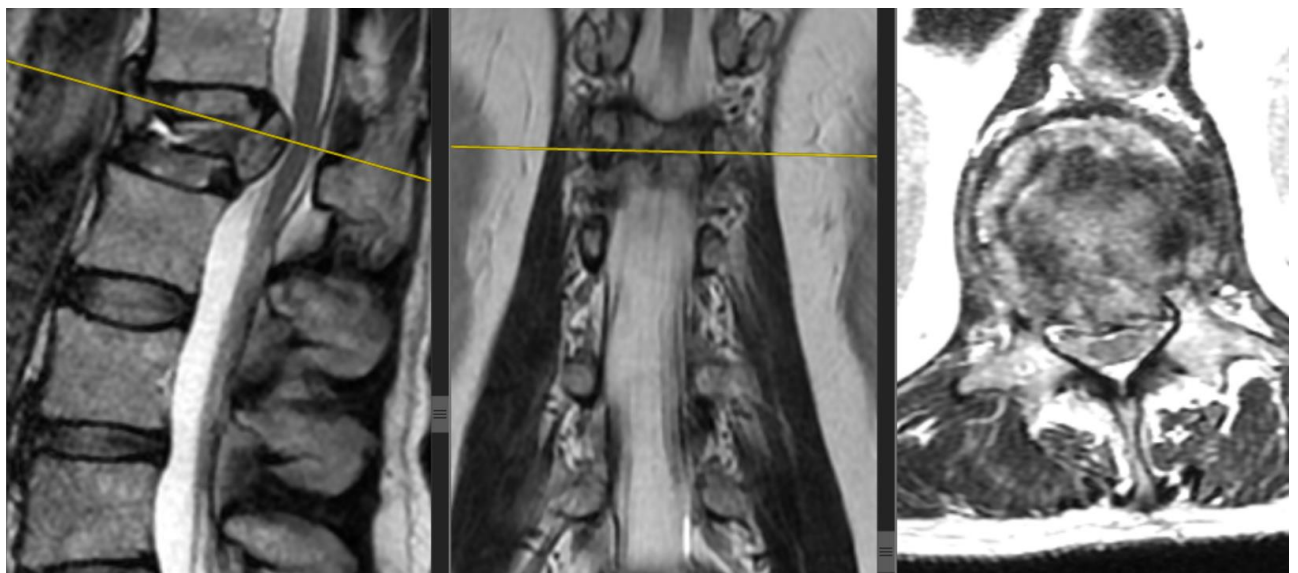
МРТ груднопоясничного отдела позвоночника пациентки У. с контрастным усилением
